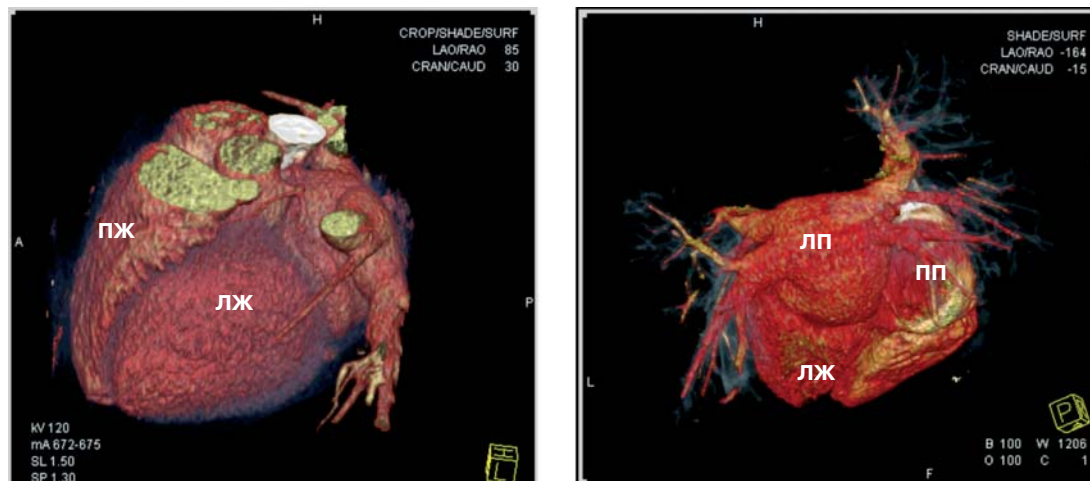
Мультиспиральная компьютерная томография с 3D-реконструкцией: ЛЖ – левый желудочек, ПЖ – правый желудочек, ЛП – левое предсердие, ПП – правое предсердие (20 мая 2011 г.)
